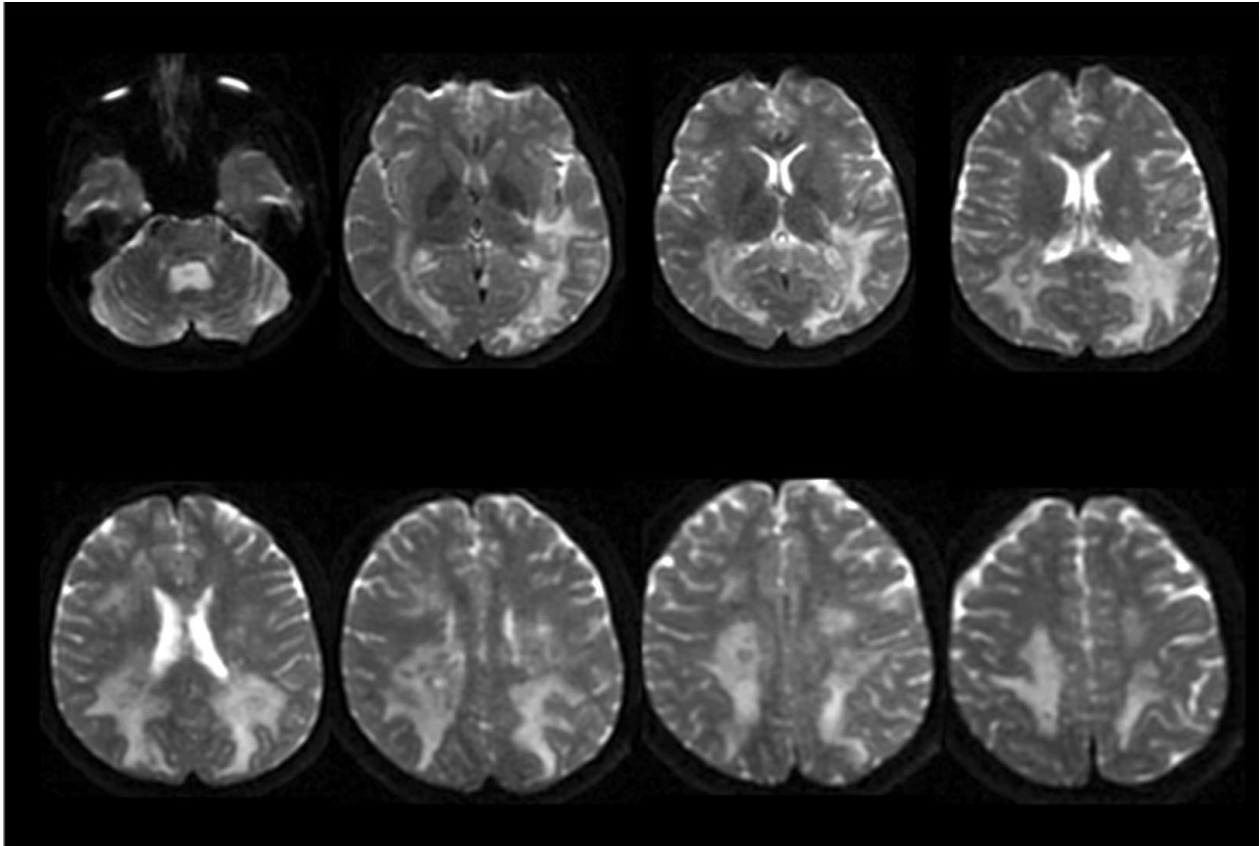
DWI (misma fecha de la Figura 2), se observa una prolongación en la difusión.
